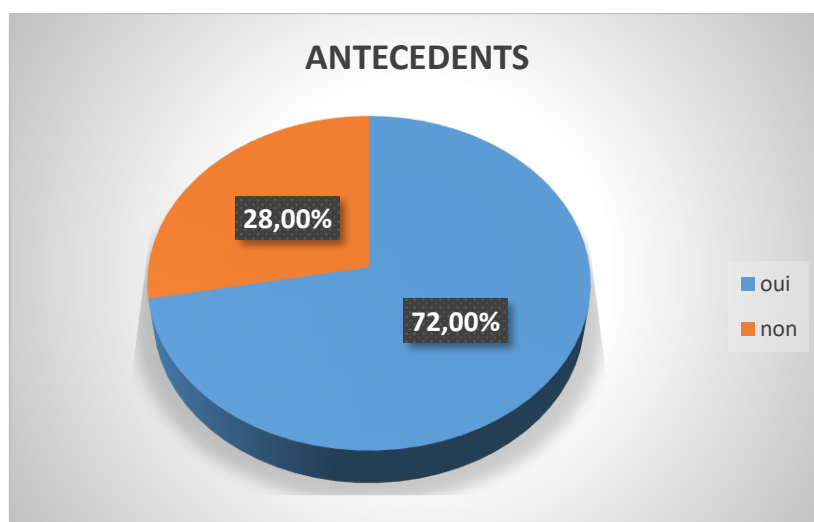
Répartition selon les antécédents des patients non monitorés par échocardiographie.
